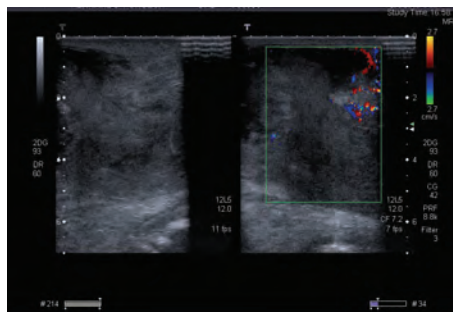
O *Color Doppler* evidencia a diminuição da perfusão da área abcedada.
